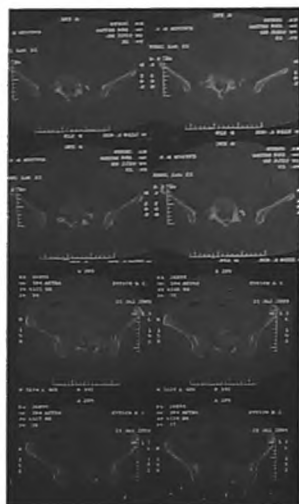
Компьютерная томография нижнепоясничного отдела позвоночника и таза
